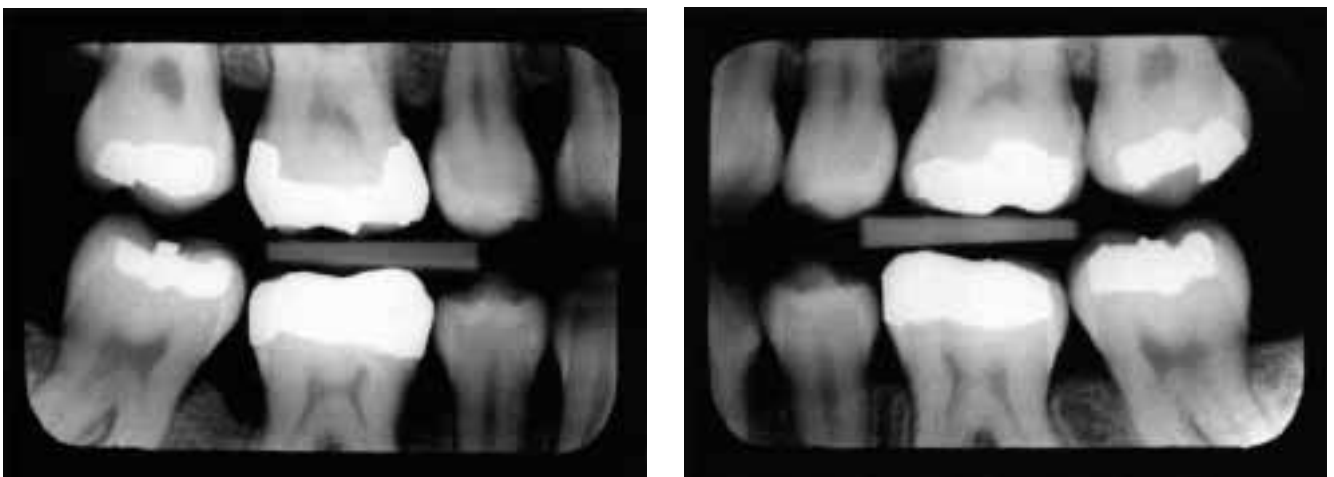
Bitewing-Aufnahmen der 18-jährigen Patientin aus der Praxis des überweisenden Kieferorthopäden. Bereits zu diesem Zeitpunkt ist ein initialer Knochenverlust besonders bei Zahn 26 mesial, sowie bei 46 mesial und distal zu erkennen. Auffallend ist darüber hinaus, dass approximal weder Füllungsüberschüsse noch Zahnsteinablagerungen feststellbar sind.
